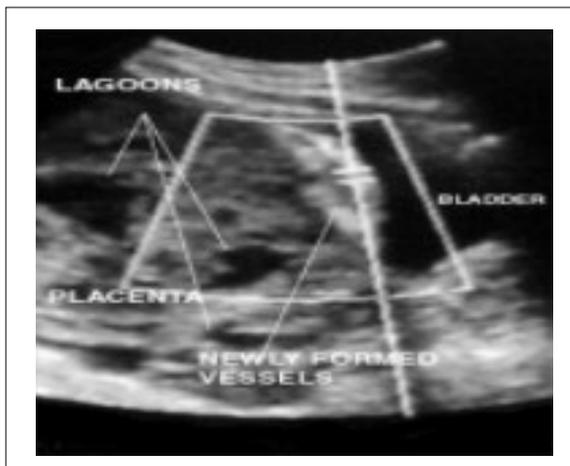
Ecografía *Doppler* color de placenta percreta. Tomado de: Oyelese. Placenta Previa, Accreta, and Vasa Previa. *Obstet Gynecol.* 2006.
